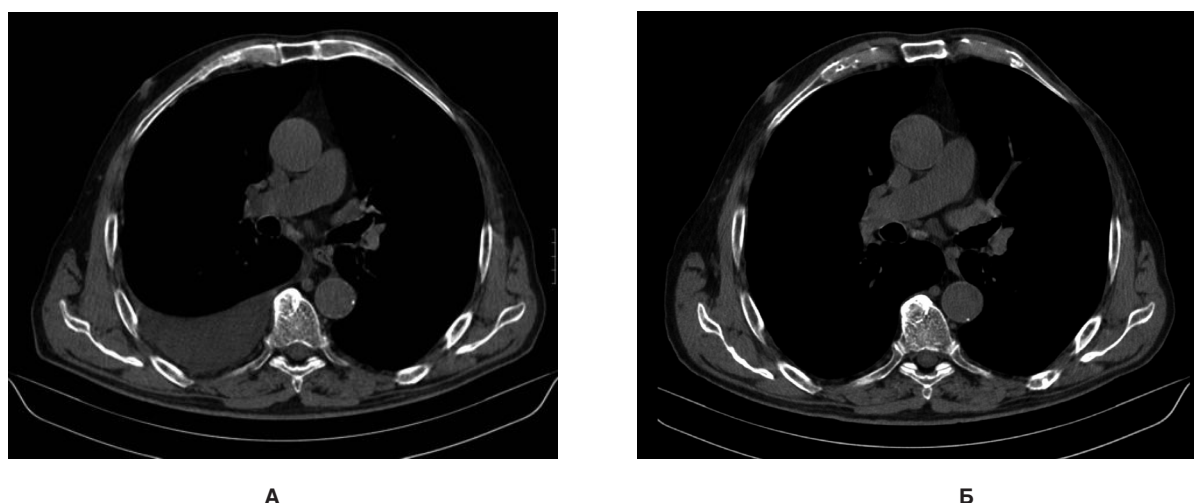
Компьютерная томограмма больного с метастатическим центральным раком правого легкого. Больной К. Рак правого легкого. Метастазы по плевре справа. Опухолевый плеврит справа. Наличие экссудата в правой плевральной полости: до внутриплевральной иммунотерапии (А) и через 1 мес после ее завершения (Б). Цитологические показатели по окончании иммунотерапии прямо коррелировали с положительными клиническими эффектами.
